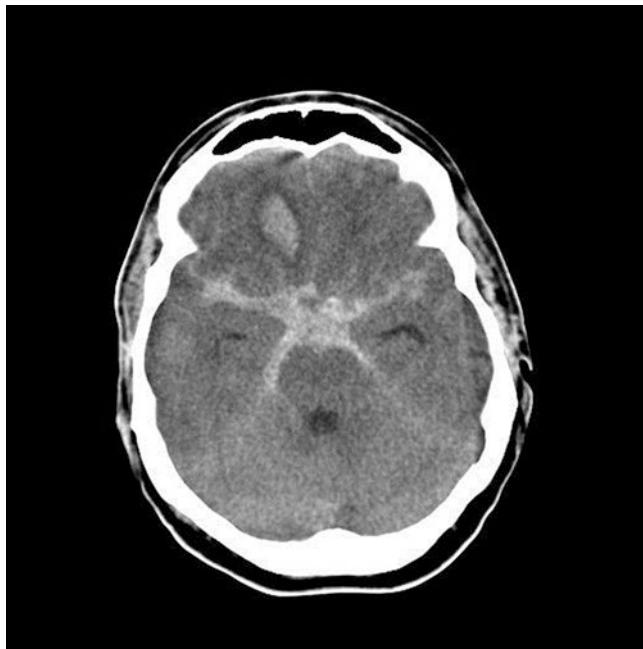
CT einer akuten Subarachnoidalblutung. Ausgedehnte hyperdense Blutmengen in den basalen Zisternen. Zudem umschriebene intrazerebrale Blutung rechts frontobasal
